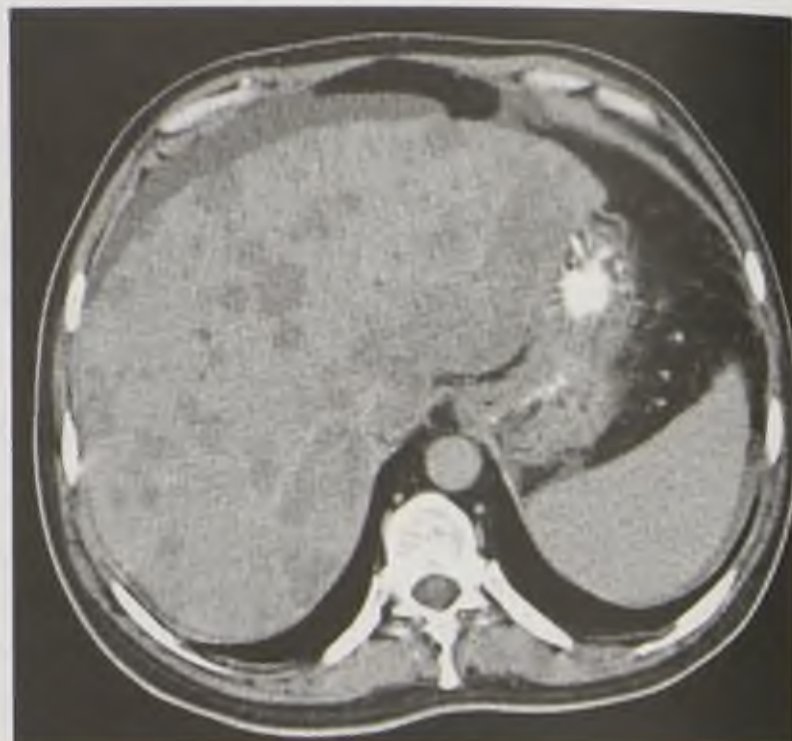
Компьютерная томограмма. Множественные метастазы злокачественного новообразования в печени
